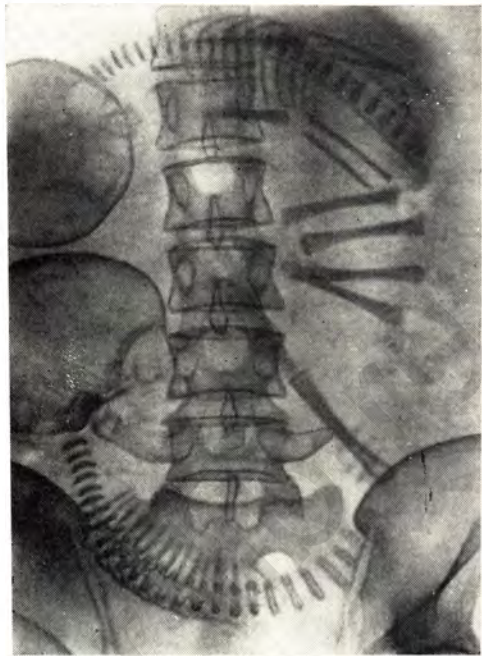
Прямая рентгенограмма живота беременной. Оба плода расположены в поперечном положении, вторая позиция. Спина одного плода обращена книзу, второго—кверху.
